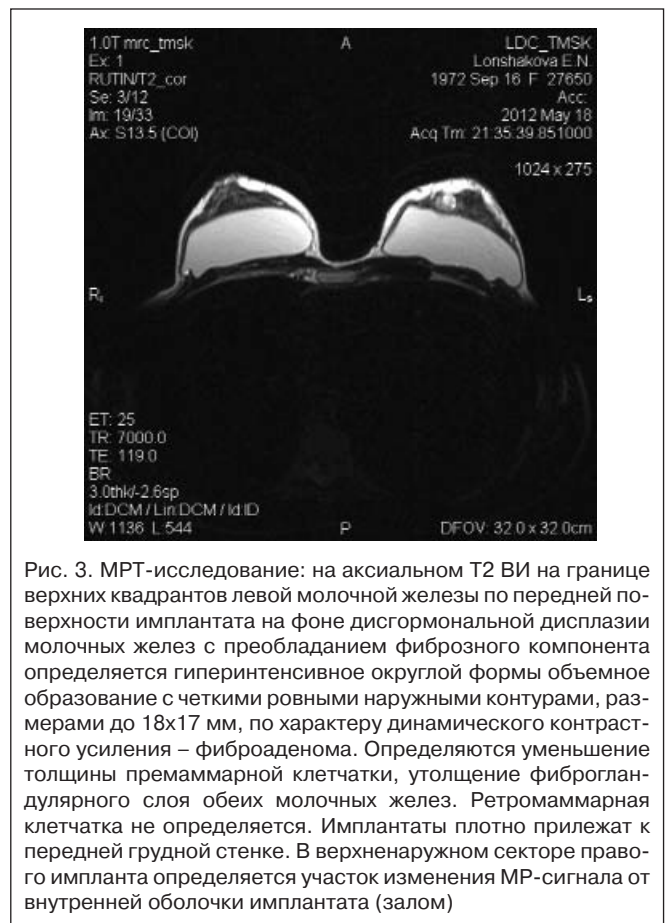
МРТ-исследование: на аксиальном T2 ВИ на границе верхних квадрантов левой молочной железы по передней поверхности имплантата на фоне дисгормональной дисплазии молочных желез с преобладанием фиброзного компонента определяется гиперинтенсивное округлой формы объемное образование с четкими ровными наружными контурами, размерами до 18x17 мм, по характеру динамического контрастного усиления – фиброаденома. Определяются уменьшение толщины премаммарной клетчатки, утолщение фиброгландулярного слоя обеих молочных желез. Ретромаммарная клетчатка не определяется. Имплантаты плотно прилежат к передней грудной стенке. В верхненаружном секторе правого импланта определяется участок изменения МР-сигнала от внутренней оболочки имплантата (залом)
